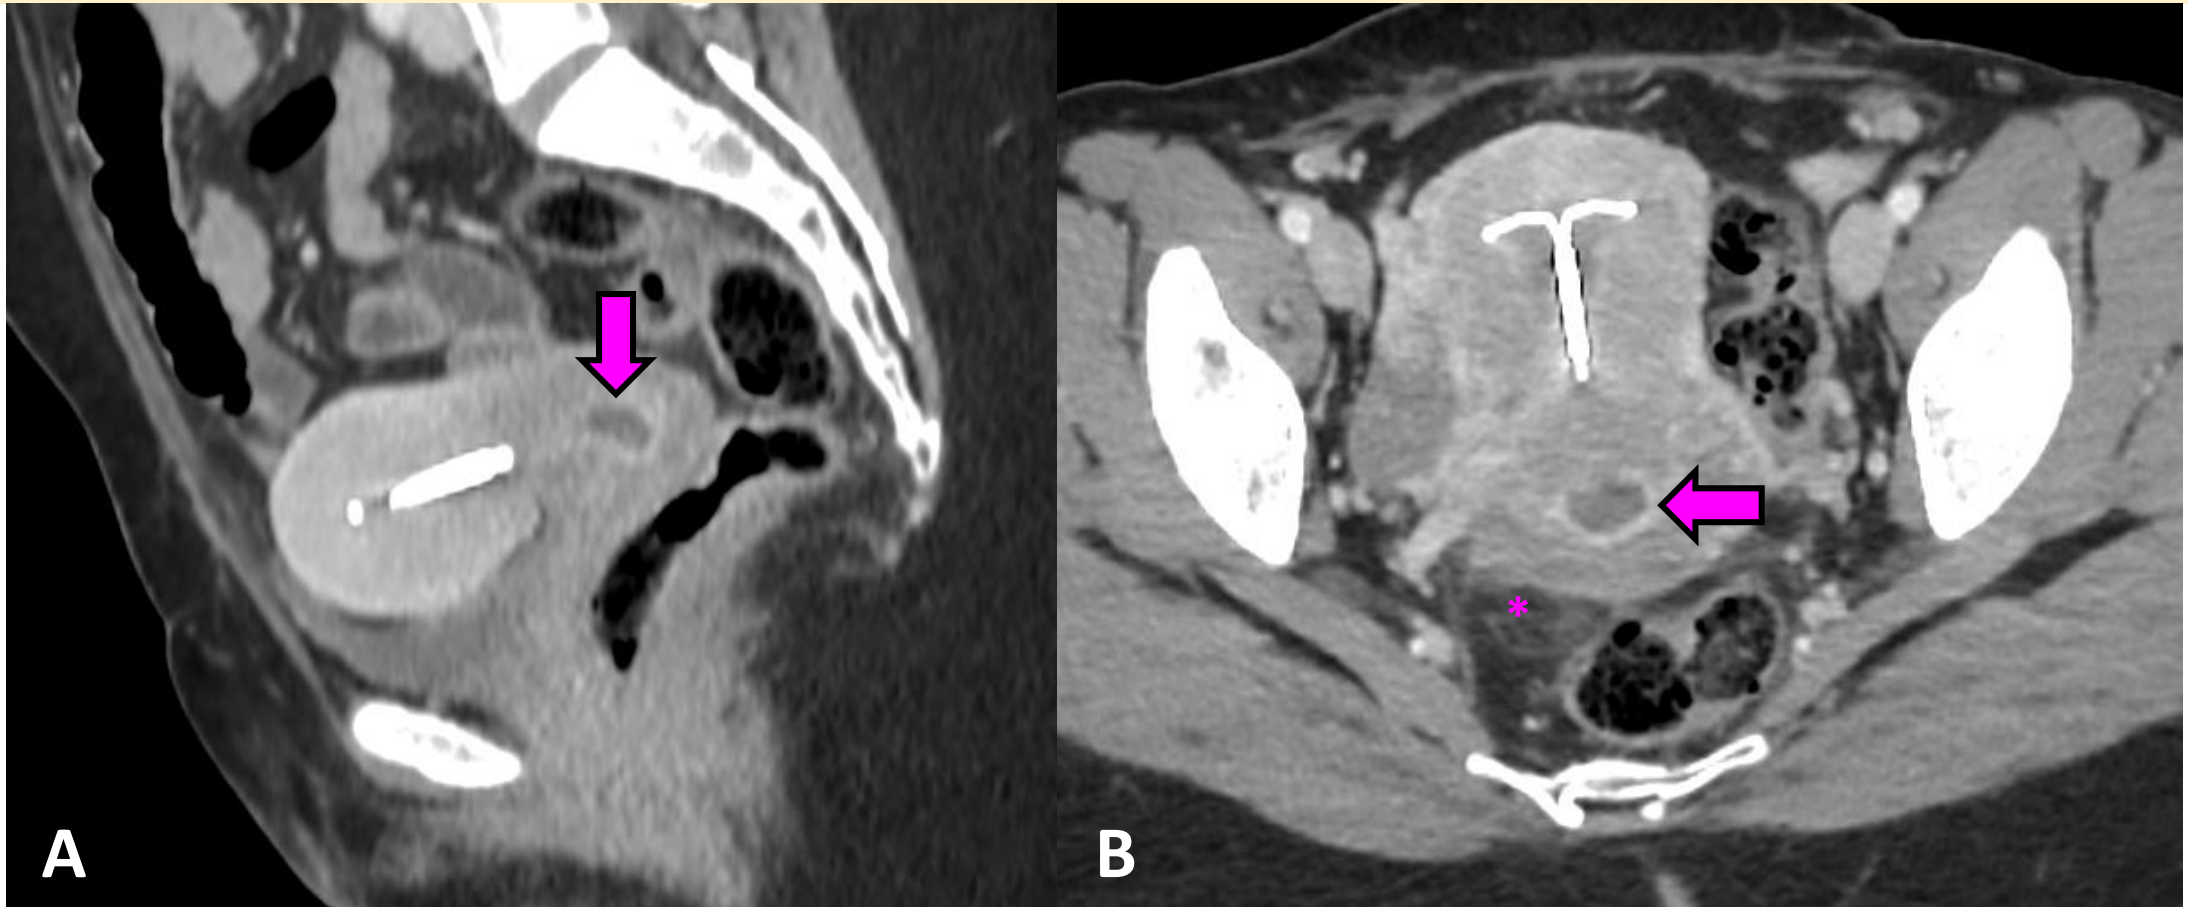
TC AP con CIV en fase portal corte sagital (A) y axial (B). Distensión de canal cervical a expensas de contenido líquido de elevada densidad y asociado a hiperrealce mucoso (flecha). Tenue estriación de la grasa periuterina (asterisco). Hallazgos compatibles con CERVICITIS INFECCIOSA.
